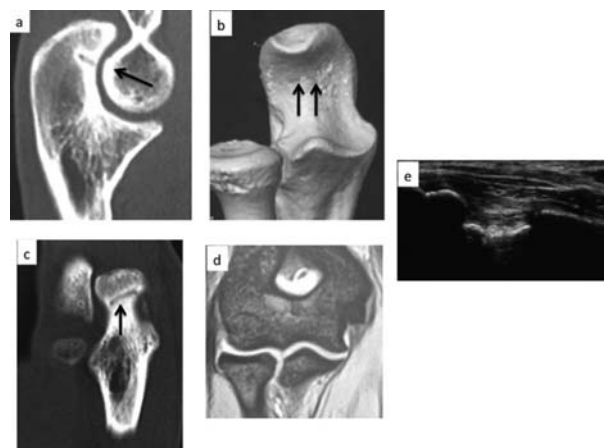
症例2 術前画像(CT, MRI, エコー)
